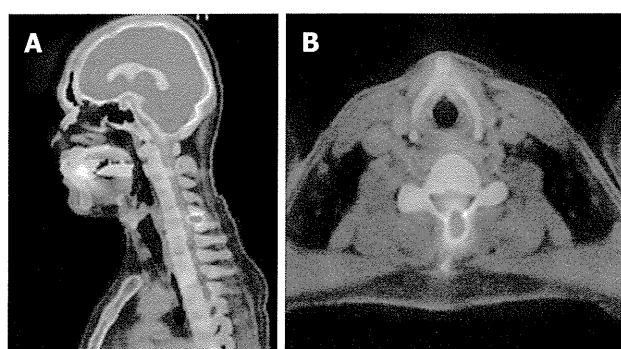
langerhans cell histiocytosis bone lesion at cervical vertebra 6. Positron emission tomography scan shows a hot spot (SUVmax = 6.6) at the spinous process of C6. A: Sagittal view; B: Axial view.
